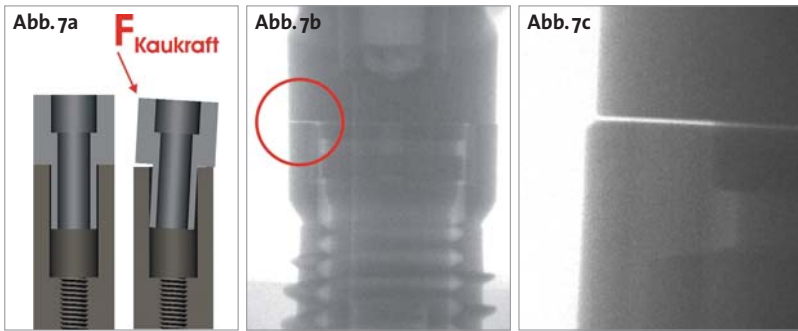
a) Implantat-Abutment-Verbindung ohne Selbsthemmung mit internem Fügungstyp und Spielpassung. Ohne Verbindungsschraube besteht eine Mikrobeweglichkeit. b) Röntgenologische Übersichtsdarstellung einer Implantat-Abutment-Verbindung ohne Selbsthemmung. c) Detailaufnahme einer Implantat-Abutment-Verbindung ohne Selbsthemmung mit Mikrosplatt bei Kräfteinwirkung (200N/30°). (Abbildungen Zipprich et al.)
